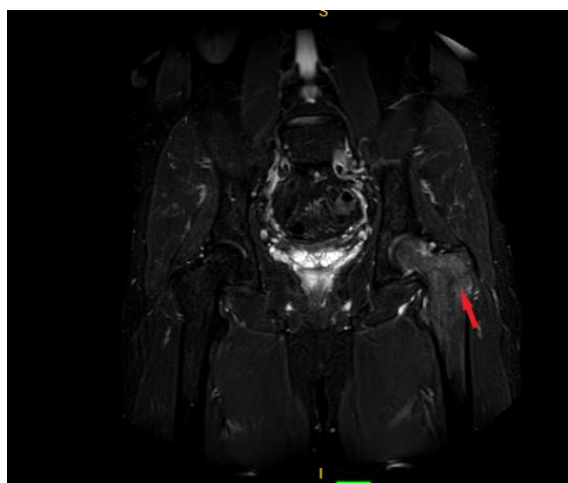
Resonancia magnética STIR
